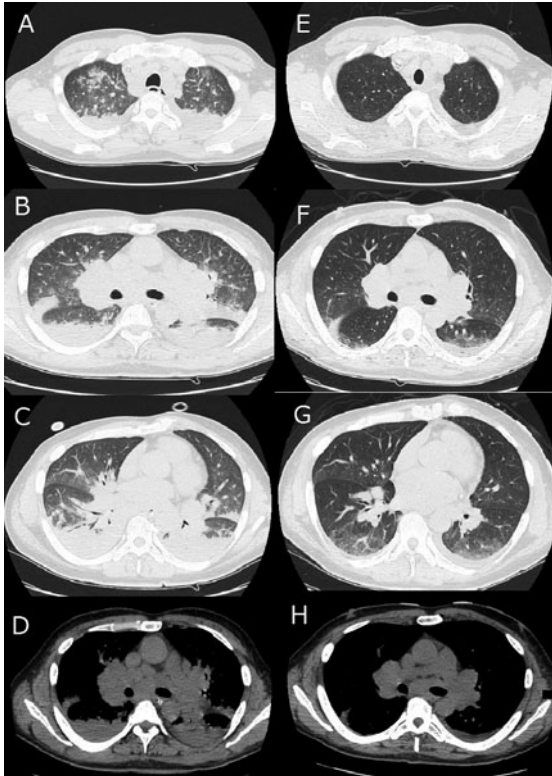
入院時胸部単純CT (A~D) とステロイドパルス後胸部単純CT (E~H). (A~C) 肺野条件. 両側上葉優位の小葉間隔壁肥厚, すりガラス影と両背側濃厚浸潤影, 両側胸水を認めた. また, 全肺野に粒状・小結節影が散在していた. (D) 縦隔条件. 両側縦隔・肺門リンパ節腫脹を認めた. (E~G) 小葉間隔壁の肥厚, すりガラス影, 両側胸水の改善を認めた. また, 粒状・小結節影に関しては改善縮小を認めた. (H) 縦隔条件. 両側縦隔・肺門リンパ節腫脹も縮小を認めた.
